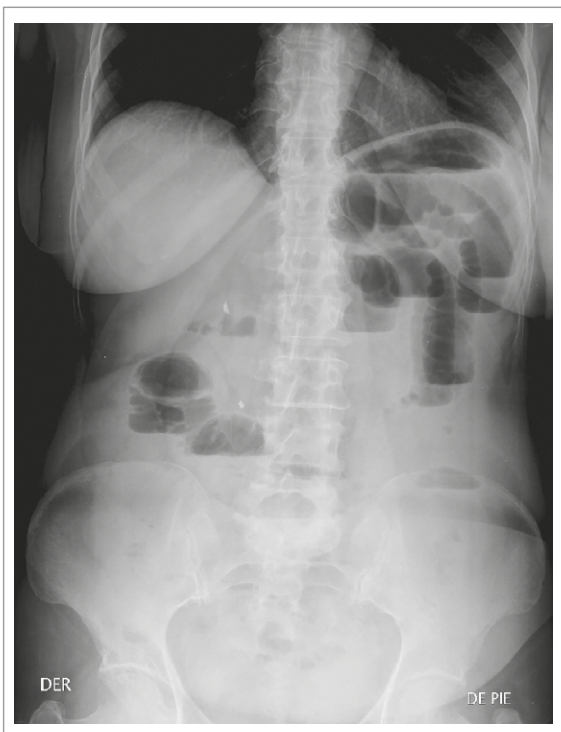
Radiografía de abdomen simple con paciente en bipedestación. Nótese la dilatación patológica de asas que permite determinar el nivel de la obstrucción. Además, es posible observar ausencia de gas distal al sitio de oclusión.
